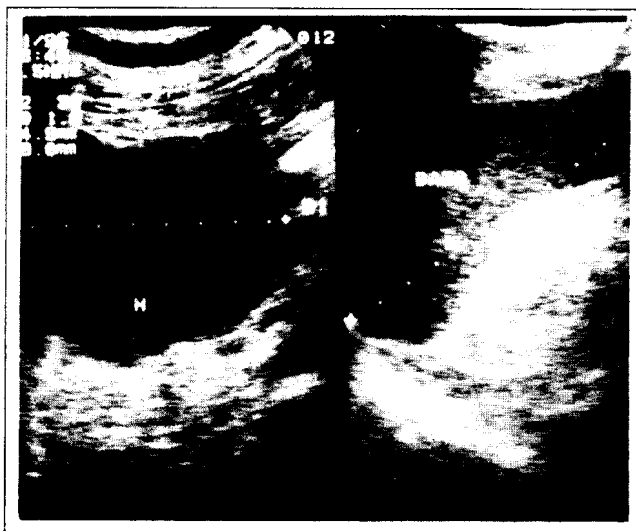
Ecosonograma abdominal: Imagen hipoecoica (M) que corresponde al hematoma producido por la ruptura de la arteria esplénica.
